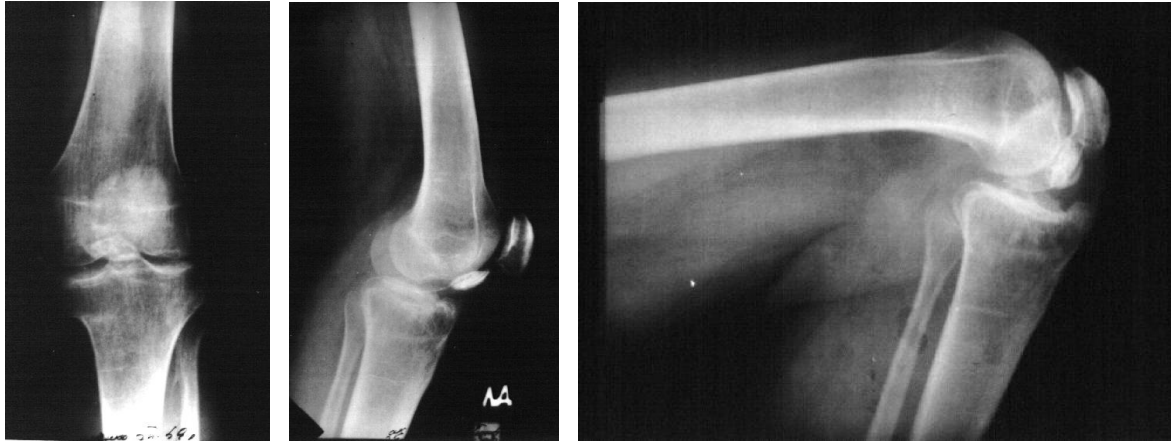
Рентгенограммы больной К. до операции
